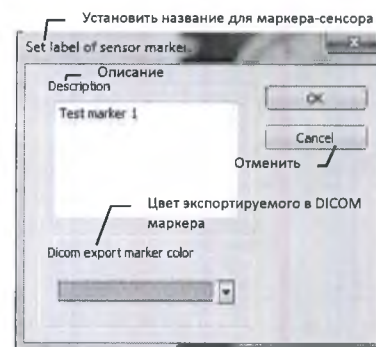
ДОБАВЛЕНИЕ МАРКЕРА В МЕНЮ МРТ
